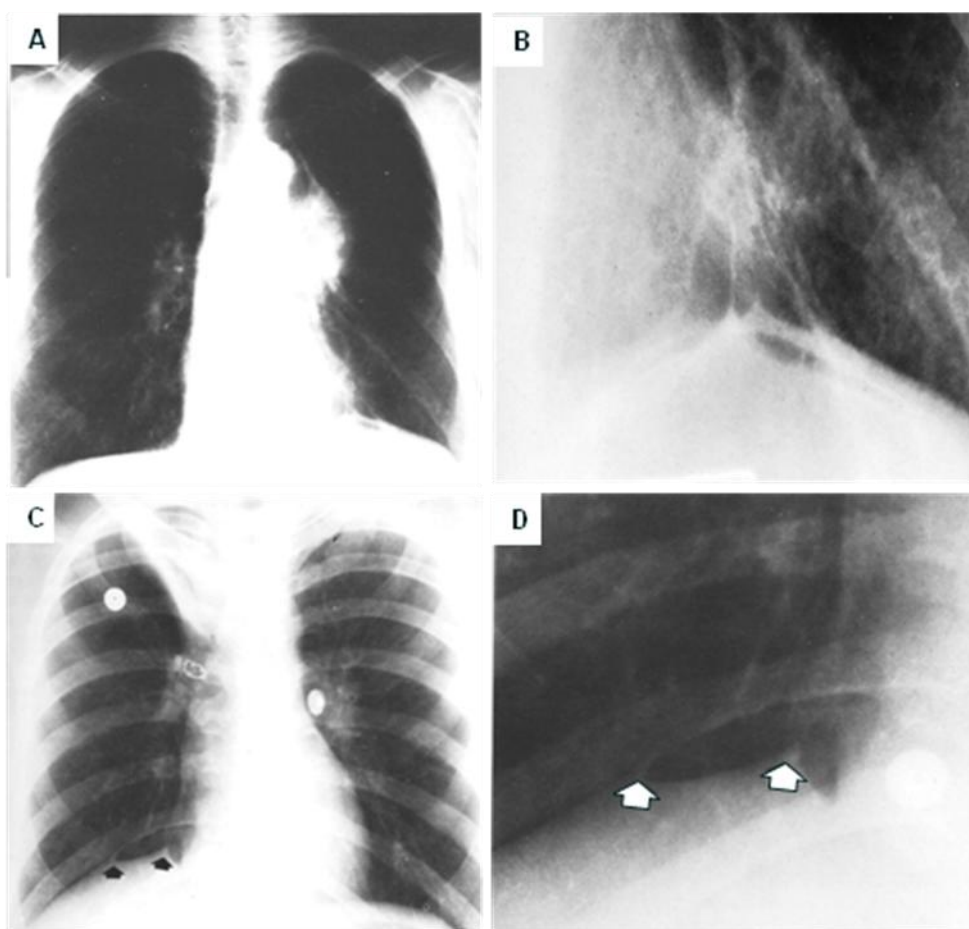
95. Radiografías frontales de tórax. A. Paciente con colapso del lóbulo superior izquierdo por un carcinoma broncogénico, hay una masa hilar que hace silueta con la aorta y sombras lineales extendiéndose hacia el hemidiafragma izquierdo el cual es alto. B. Acercamiento del mismo paciente, las líneas en el ángulo cardiofrénico izquierdo adoptan una configuración triangular, signo positivo. C. Paciente con colapso del lóbulo superior derecho, en el ángulo cardiofrénico del mismo lado hay dos picos yuxtafrénicos (flechas). D. Acercamiento de la figura C.
